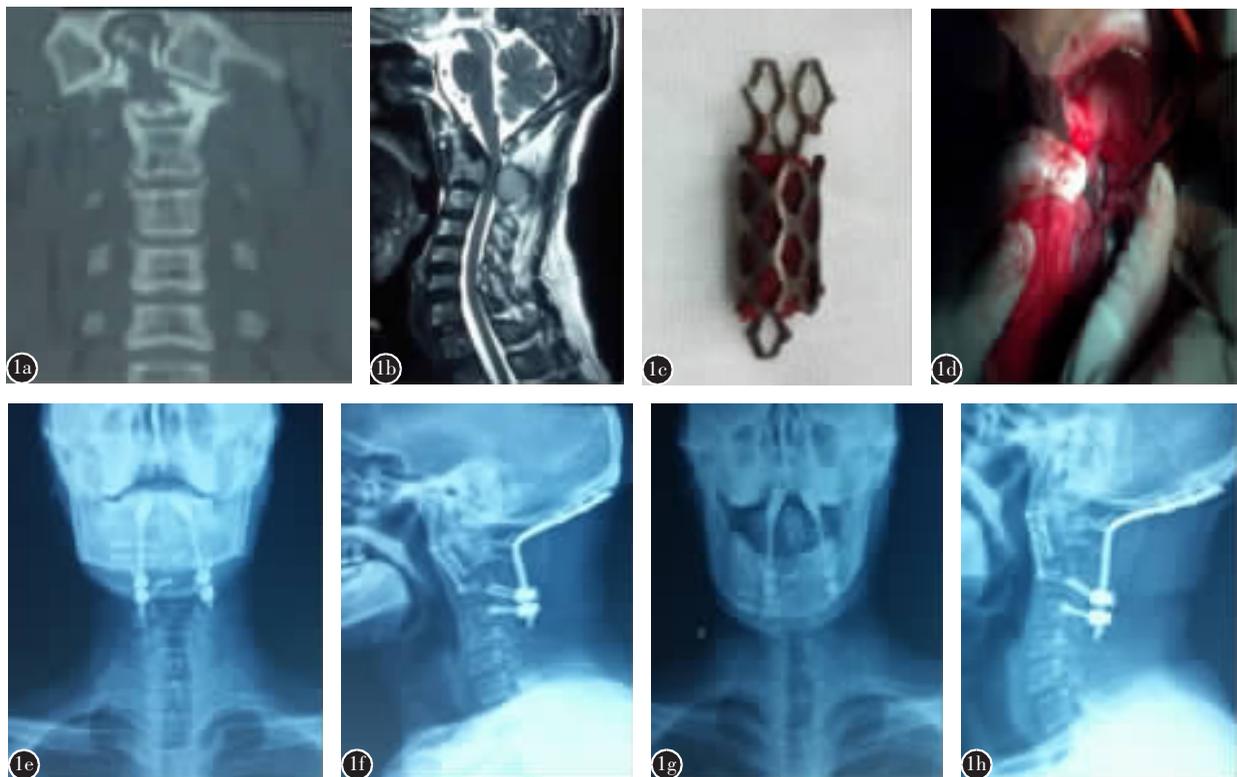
患者男,46 岁,C2、C3 浆细胞瘤 a 术前冠状重建 CT 示齿状突及 C2、C3 椎体破坏 b 术前 MRI 示枢椎椎体及附件破坏,脊髓受压 c 异形钛笼填充自体髂骨 d 异形钛笼重建 C2 椎体前柱 e 经口咽下颌骨劈开入路切除肿瘤,异形钛笼重建 C2 椎体、后路肿瘤切除枕颈固定融合术后 2 周正位 X 线片示异形钛笼及枕颈融合内固定位置良好 f 侧位 X 线片示颈椎序列恢复正常,内固定位置良好 g 术后 3 个月 X 线片示异形钛笼及枕颈融合内固定位置良好 h 术后 3 个月侧位 X 线片示 C1~C3 椎体及枕颈融合良好,内固定位置良好
